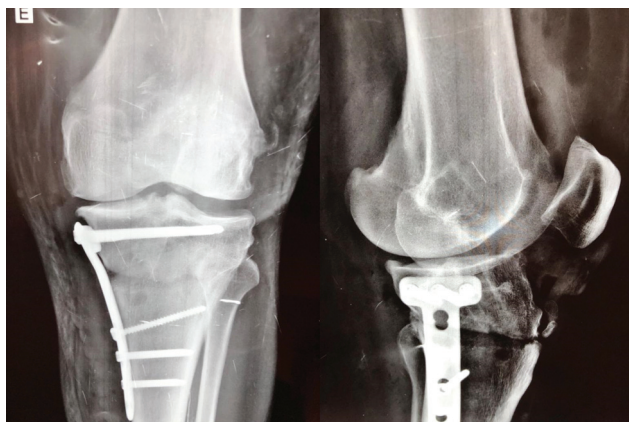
Radiografias pré-operatórias anteroposterior e lateral do joelho esquerdo.
